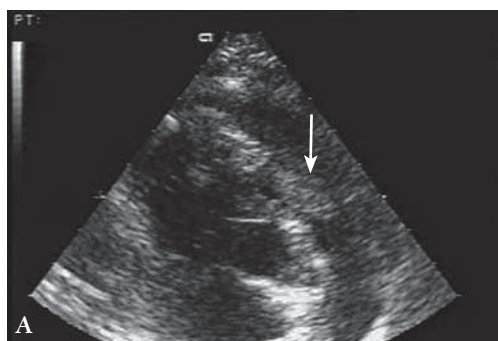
Эхокардиограмма и этапы операции у больной Ц., 5 лет. А, Б – миксома правого предсердия; В – пластика трикуспидального клапана после иссечения миксомы.
